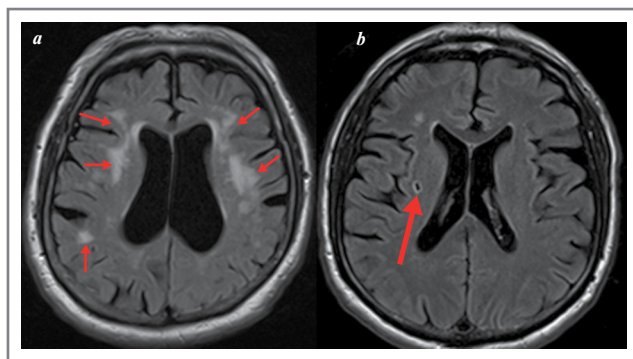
МР-томограммы ГМ, аксиальные проекции: а – множественные очаговые изменения (стрелки); б – ЛИ (стрелка). Собственное наблюдение.
